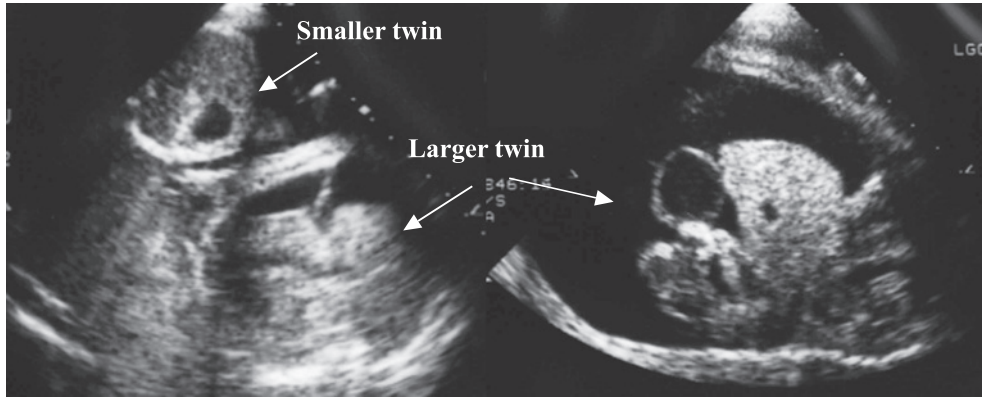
Fetal sonogram of representative severe twin-to-twin transfusion syndrome. The recipient (larger twin) has polyhydramnios, and the donor (smaller twin) has oligohydramnios. The donor adheres to the uterine wall, and the recipient has fetal hydrops and ascites.
